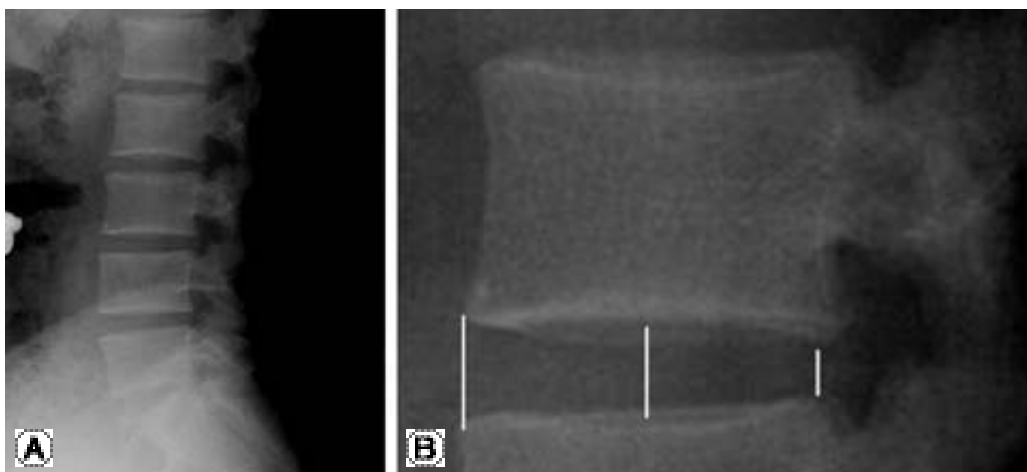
Measuring method for anterior, middle and posterior portion of disc height. (A) lateral plain film for lumbar spine centered on L4 vertebral body. (B) After 4 fold magnification, anterior, middle and posterior portion of disc height were measured.
